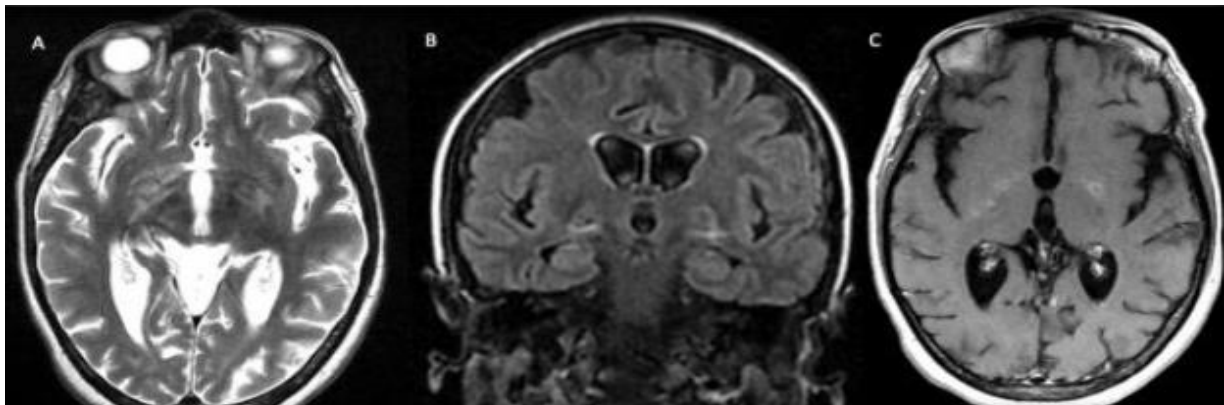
IRM cérébrale mettant en évidence une dilatation des espaces de Virchow Robin décrites en hypersignal T2 (A : coupe axiale T2) et (B : coupe coronale FLAIR) avec un rehaussement après contraste (C : coupe axiale T1 GADO), en rapport avec une cryptococcose neuroméningée
